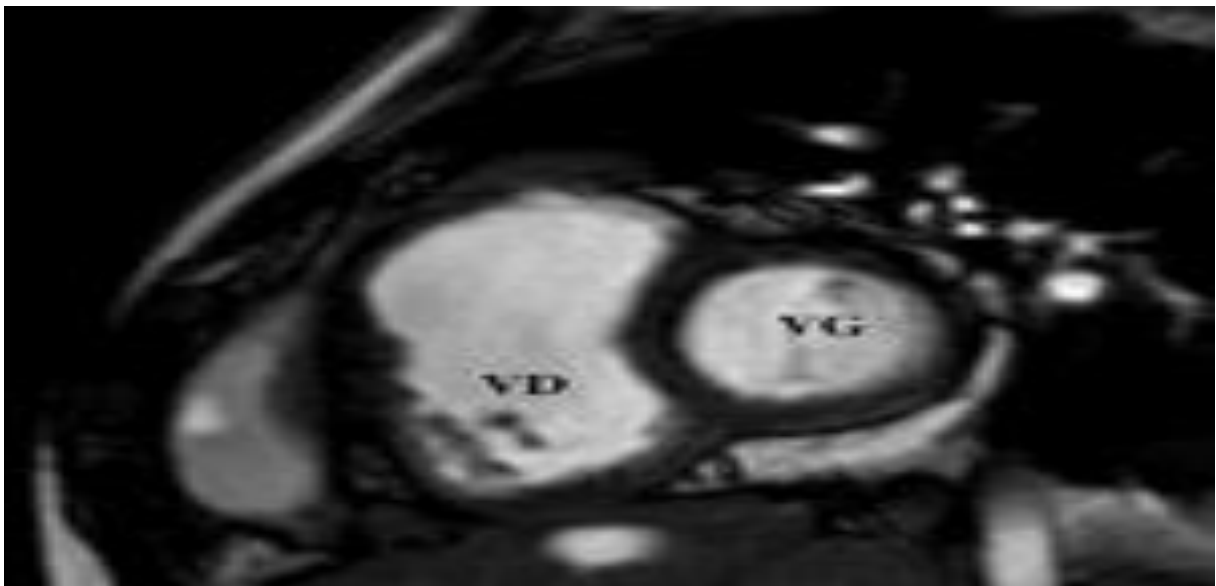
Dilatation importante du ventricule droit après intervention correctrice d'une TOF en IRM
